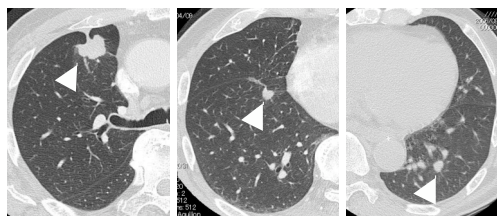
症例の胸部 HRCT 像。左: 右上葉 S³ の腫瘍陰影。中央: 右下葉 S⁷ の腫瘍陰影。右: 左下葉 S⁹ の小結節陰影(全て白矢頭)。
